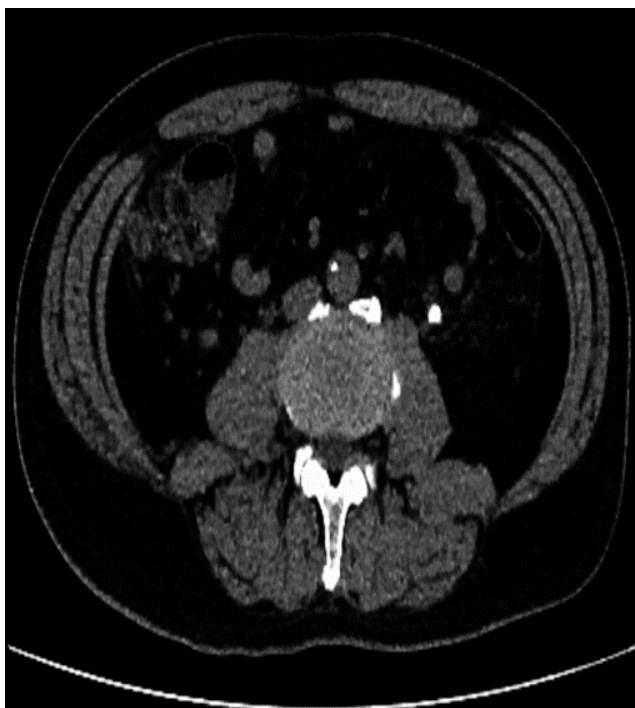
КТ-картина конкремента верхней трети левого мочеточника, размеры – 7,2 x 5,3x10,0 мм, плотность – 1 126 HU
